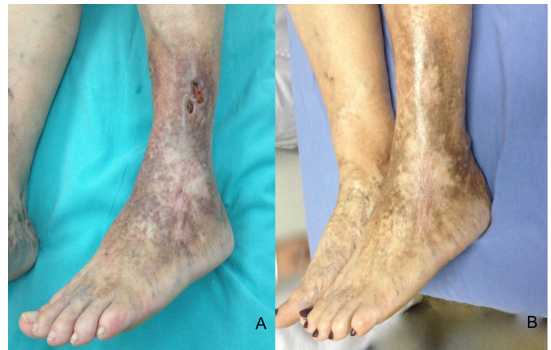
(A) Active venous ulcer on lateral surface of left leg; (B) After treatment with ultrasound-guided polidocanol foam sclerotherapy, with healing time of 30 days.
